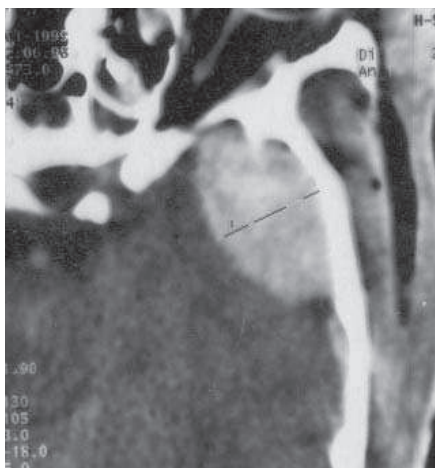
TDM en coupe axiale montrant H.E.D. temporal droit
